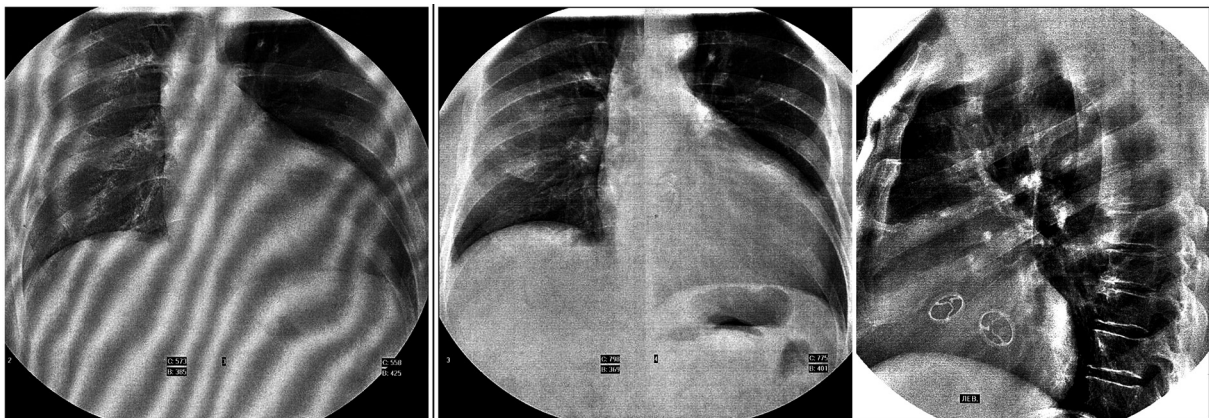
Рентгенограммы грудной полости П. Критическая гипертрофия и дилатация, аортальная конфигурация сердца со сглаженной «талией»: а – до кардиохирургического лечения (2005 г.); б – после кардиохирургического лечения (2010 г.); в – механические клапанные протезы в аортальной и митральной позициях
